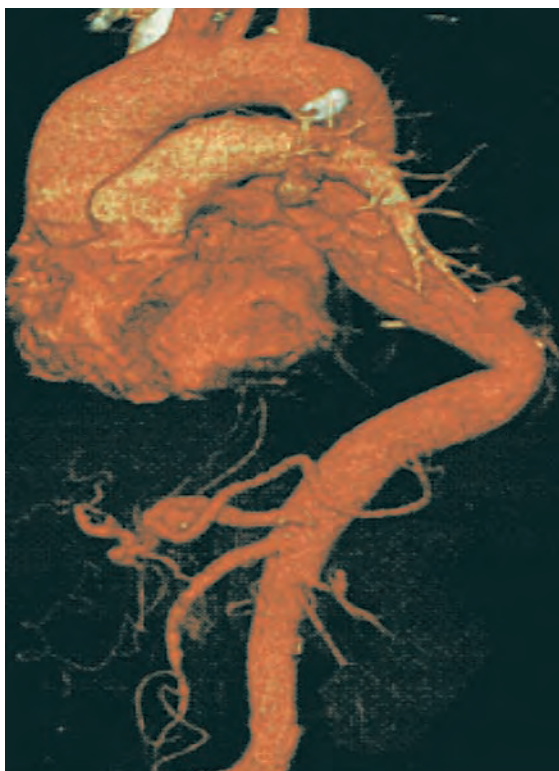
Angio-TC pré-operatória, com reconstrução 3D.
